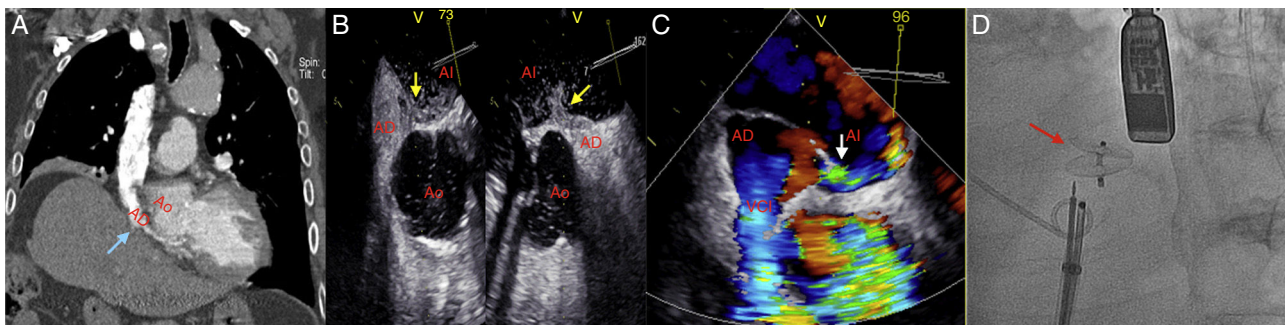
A. TC de tórax con contraste: compresión de la aurícula derecha por la elevación del hemidiafragma ipsilateral (flecha azul). B y C. Ecocardiograma transesofágico: cortocircuito derecha-izquierda a través del foramen oval (paso de contraste a la aurícula izquierda - flecha amarilla-, doppler color - flecha blanca-). D. Implante de dispositivo Amplatzer® (flecha roja).
